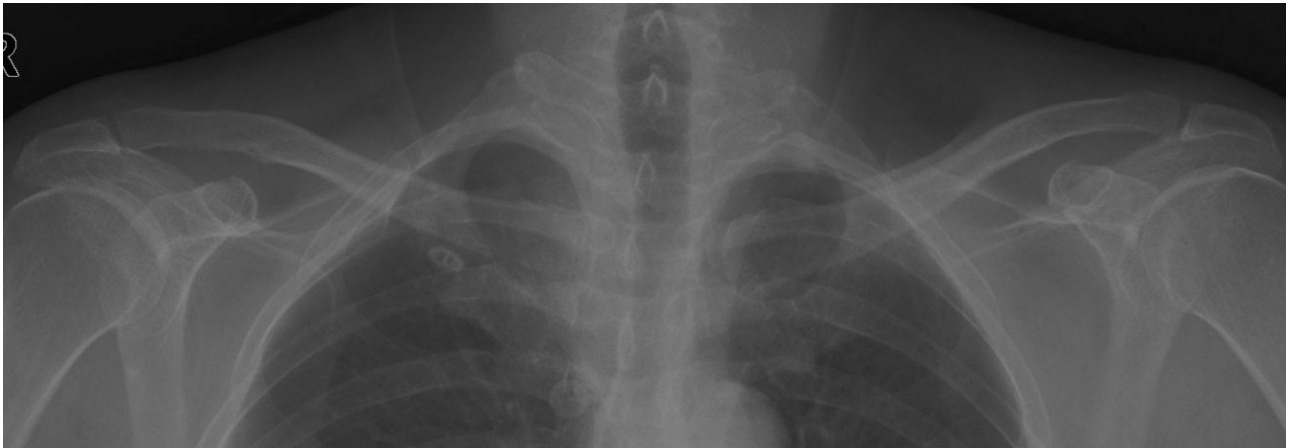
A posteroanterior clavicular radiograph shows no specific findings.
